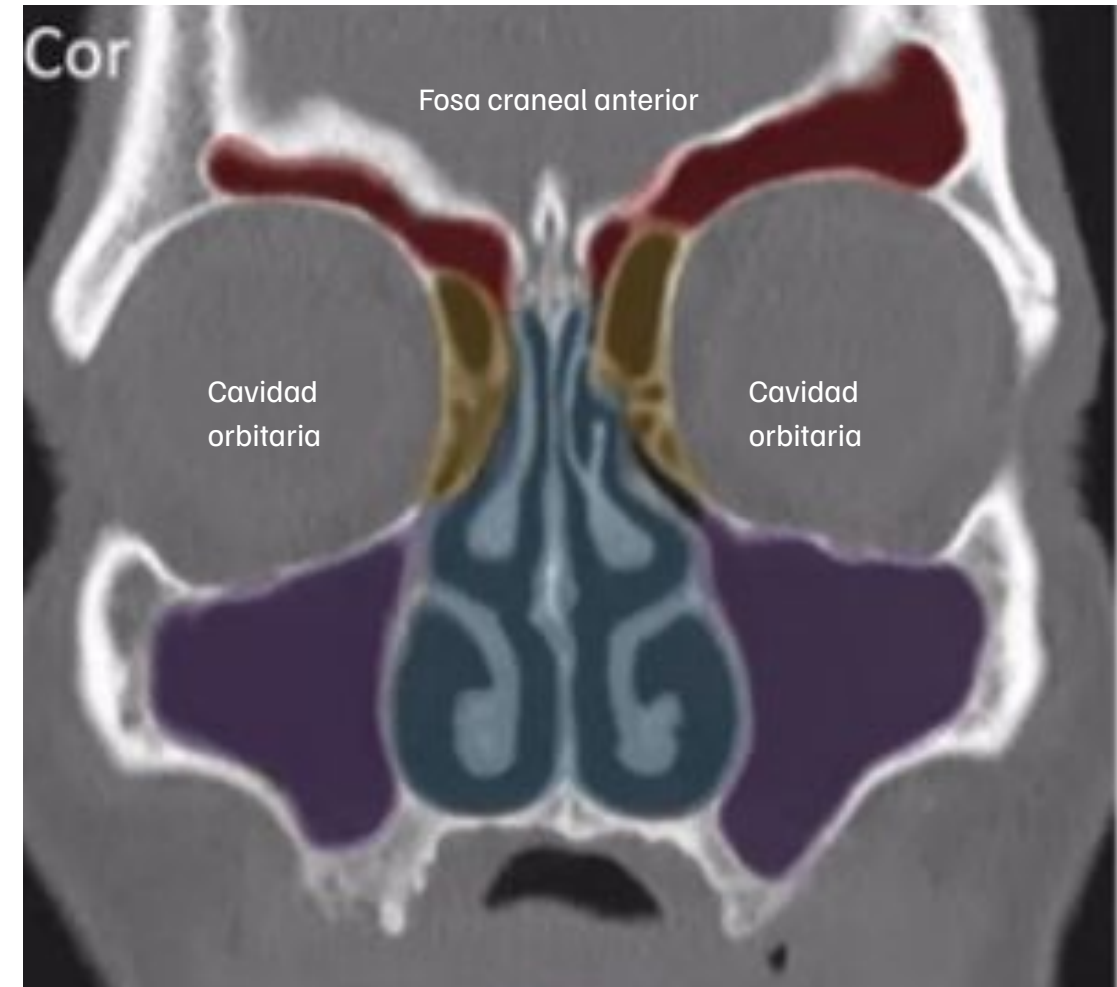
Imagen de TC craneal en el plano coronal
